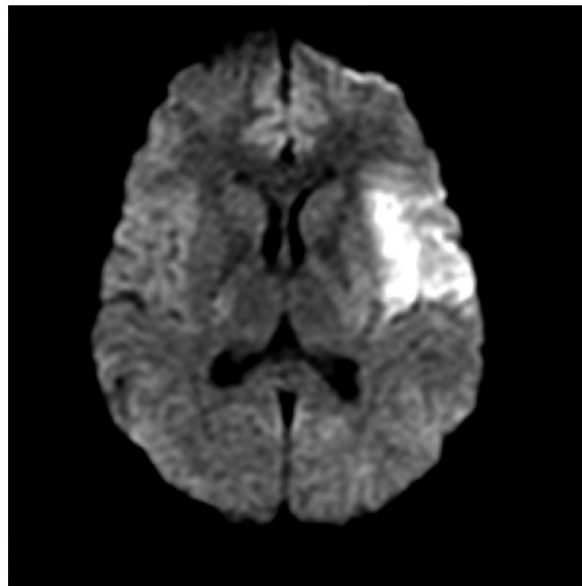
DWI image. Hyperintensive area in the left hemisphere is consistent with restricted diffusion: this is the area where cytotoxic edema occurred during acute ischemia.
